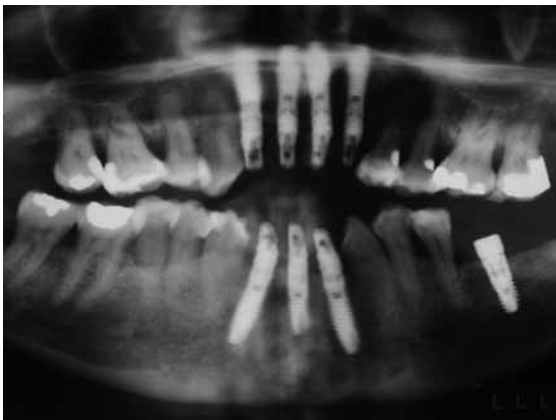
Juli 2005: Röntgenkontrolle nach frühzeitiger Extraktion der nicht erhaltungswürdigen Zähne und späterer Augmentation sowie Insertion von sieben Implantaten im Ober- und Unterkiefer. Im Unterkiefer wurden aus Platzgründen zum Ersatz von vier Frontzähnen nur drei Implantate eingebracht.
